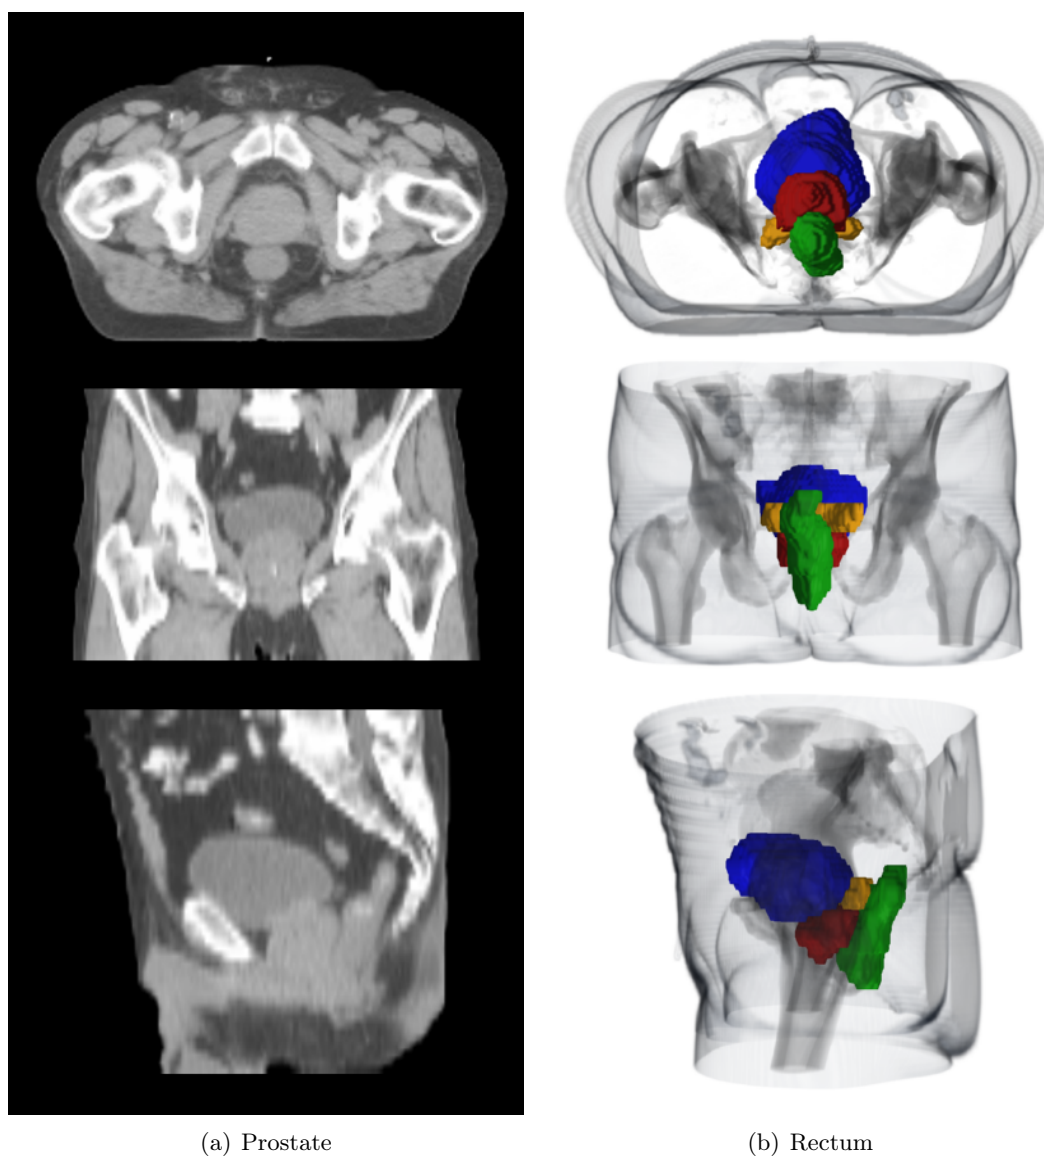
Patient modèle sélectionné. A gauche : coupes axiale, coronale et sagittale de l'image TDM. A droite : vue 3D des délimitations de dessous, de derrière et de côté.
